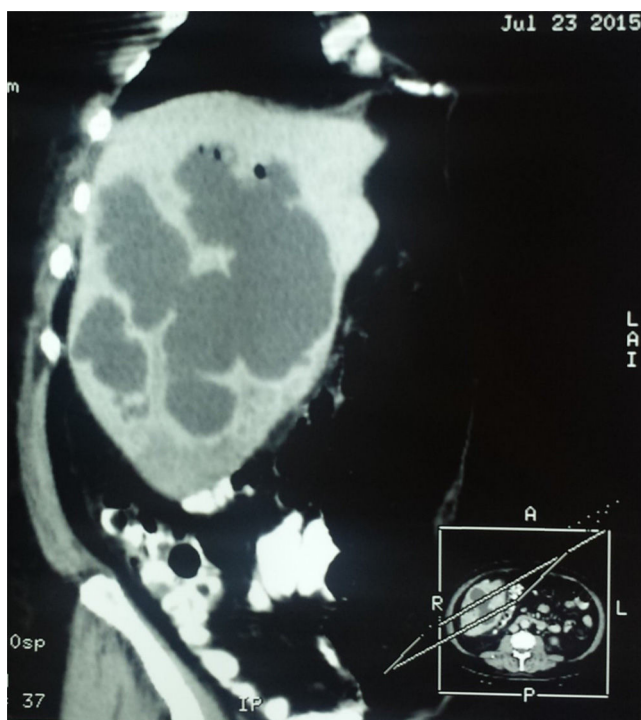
Tomografía computarizada con doble contraste en corte para sagital oblicuo, mostrando lesiones quísticas correspondiendo a abscesos hepáticos amebianos.
